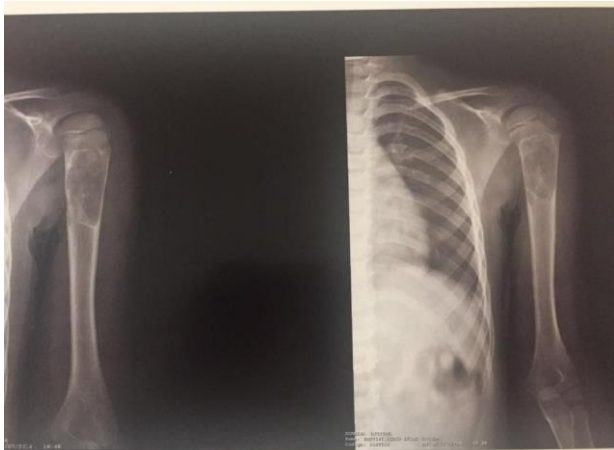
Radiografia do úmero esquerdo sem presença de preenchimento ósseo dentro do cisto.
